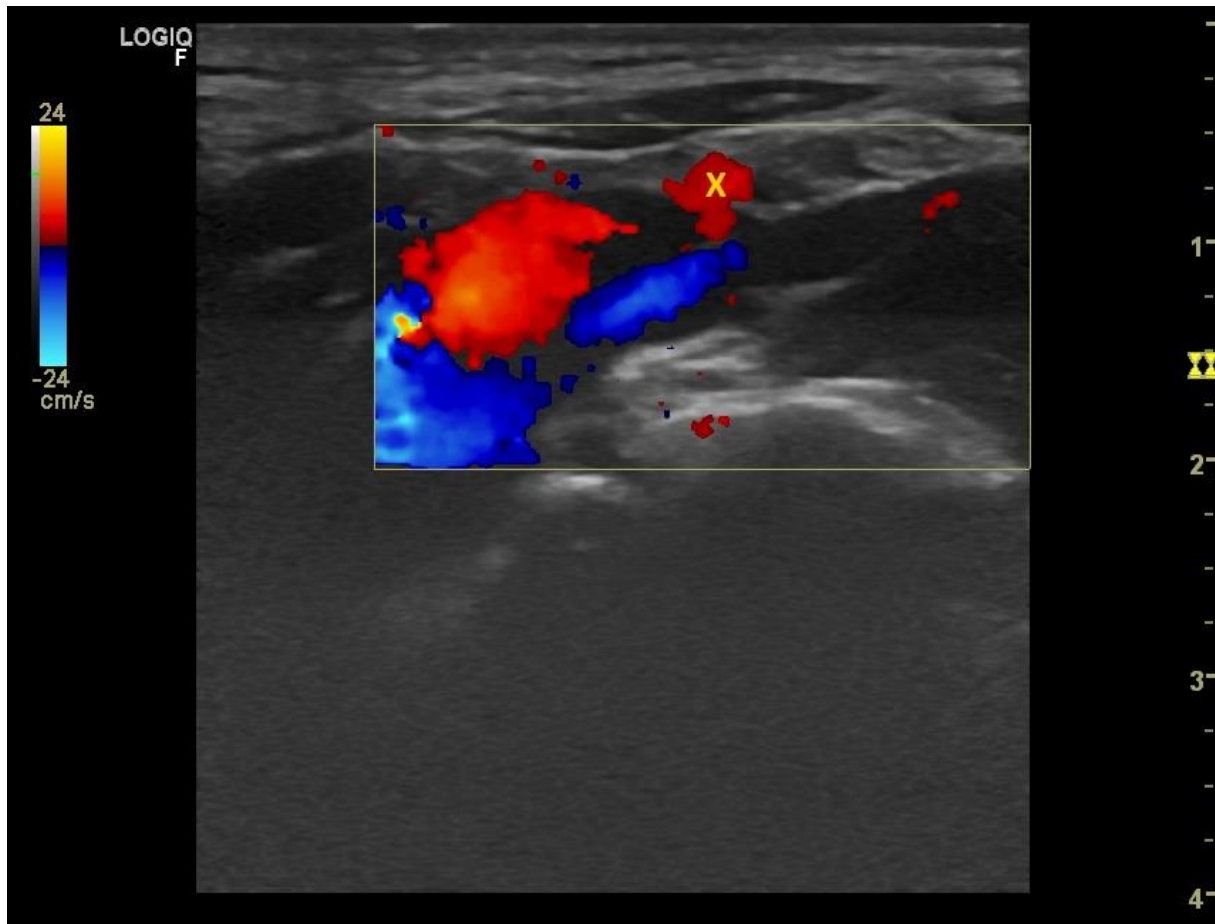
Obraz ultrasonograficzny ujścia przewodu piersiowego. Przewód bardzo szeroki, łączący się z żyłą "bok do boku". DT - przewód piersiowy; VJI - żyła szyjna wewnętrzna; gwiazdka - ujście przewodu piersiowego; X - "zjawisko przepływu". Materiał własny.
